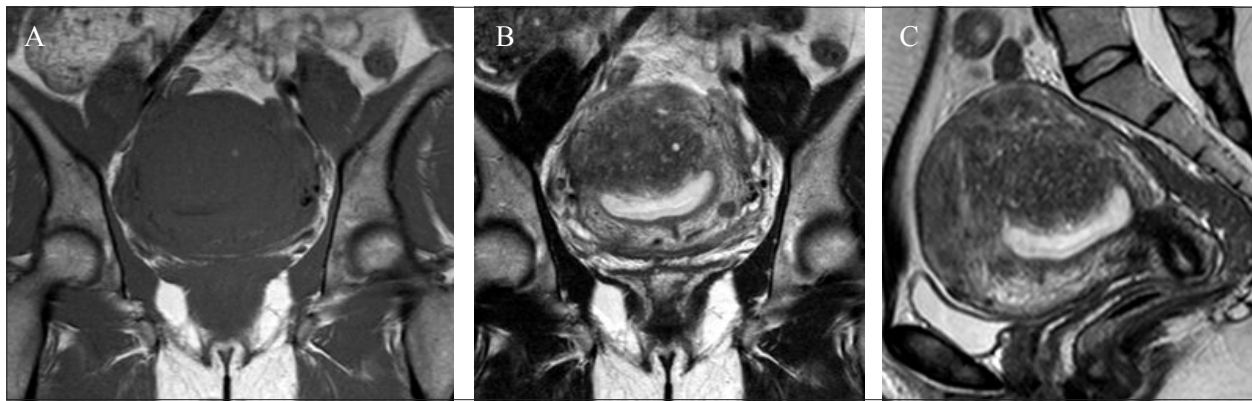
Adenomioma em RM. Mulher de 44 anos, com adeniose focal (adenomioma). RM com seqüências ponderadas em T1 (A) e T2 (B) no plano axial do corpo do útero e T2 sagital (C). Nas seqüências ponderadas em T2 visualiza-se área nodular hipointensa, de limites mal definidos, com focos hiperintensos punctiformes representando ilhéus de glândulas endometriais. Coexistem focos hiperintensos em T1 representando hemorragia focal.
